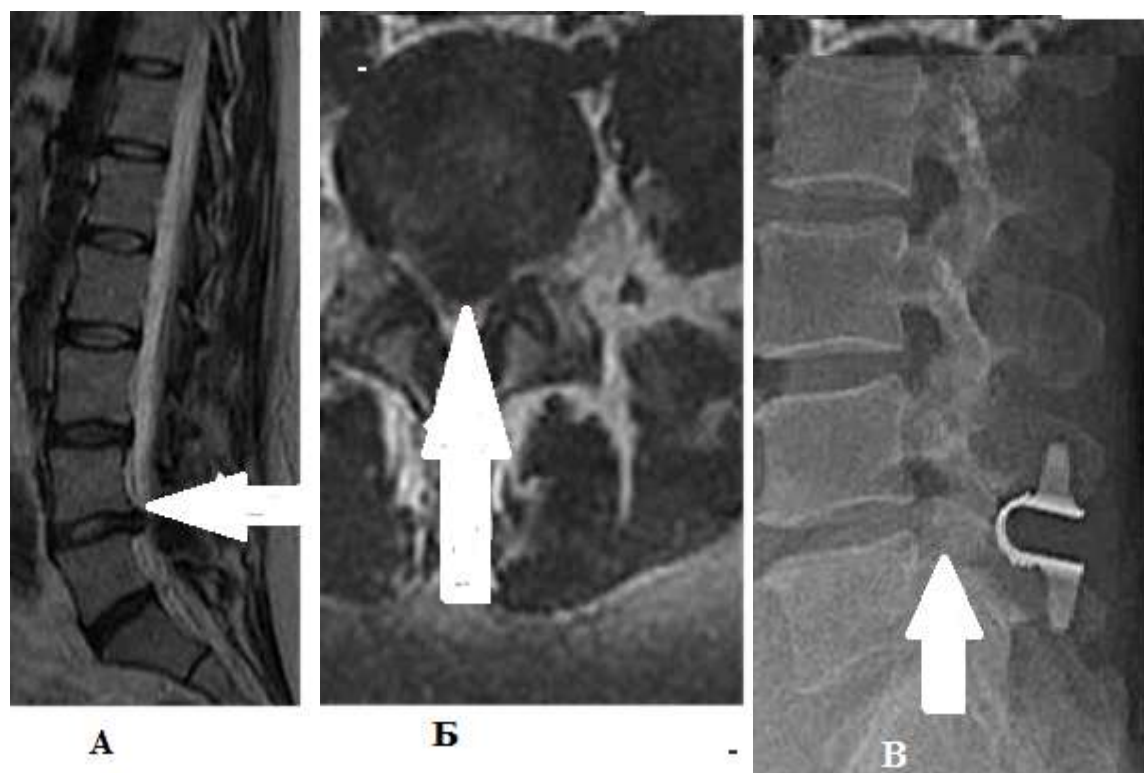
А – грыжа межпозвонкового диска на уровне L_{IV}-L_V на сагиттальном срезе. Б – на аксиальном срезе. В – рентгенконтроль положение импланта через 6 мес. после проведения оперативного вмешательства (указано стрелкой)
